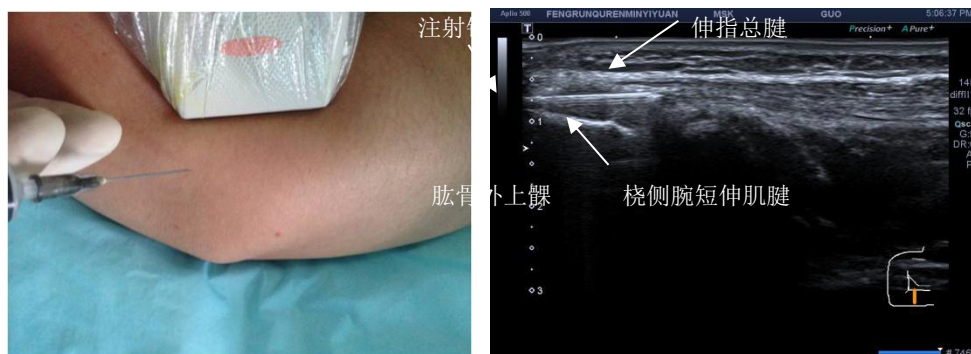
超声引导下桡侧腕短伸肌腱表面注射治疗。A 图 操作图；B 图超声引导下肌腱表面药物注射
